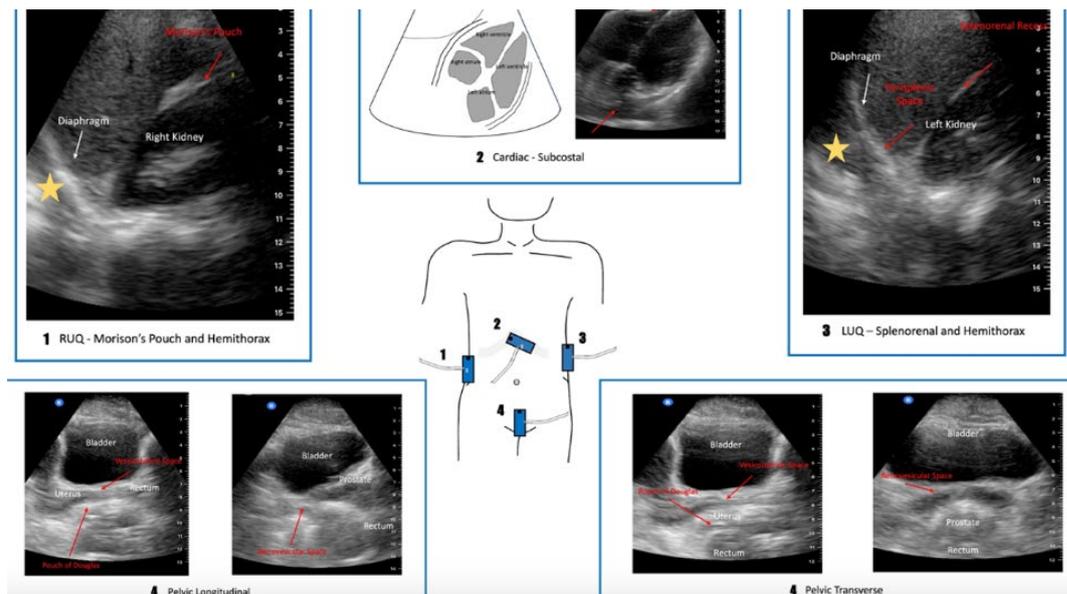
Imágenes FAST y espacios potenciales donde puede esperarse líquido libre (flecha roja). Sitios potenciales donde encontrar líquido pleural señalados por la estrella. El punto negro en la ecografía indica el marcador de orientación (OM).
